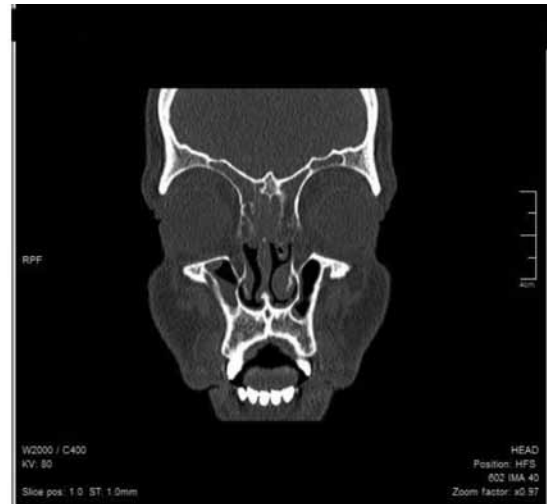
Coronal section of preoperative CT scan (Frontoethmoid region)
